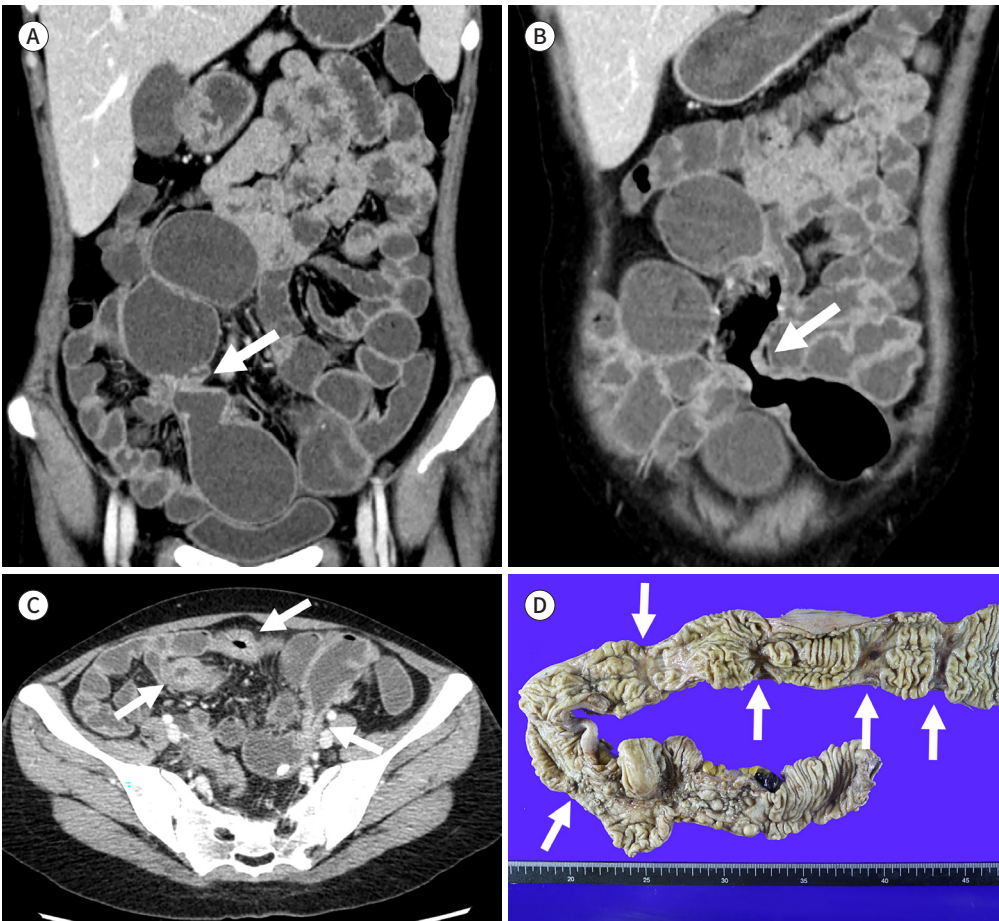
Non-steroidal anti-inflammatory drugs-induced enteropathy. CT and endoscopic images of a 69-year-old male with a history of receiving non-steroidal anti-inflammatory drugs and recurrent bowel obstruction.
